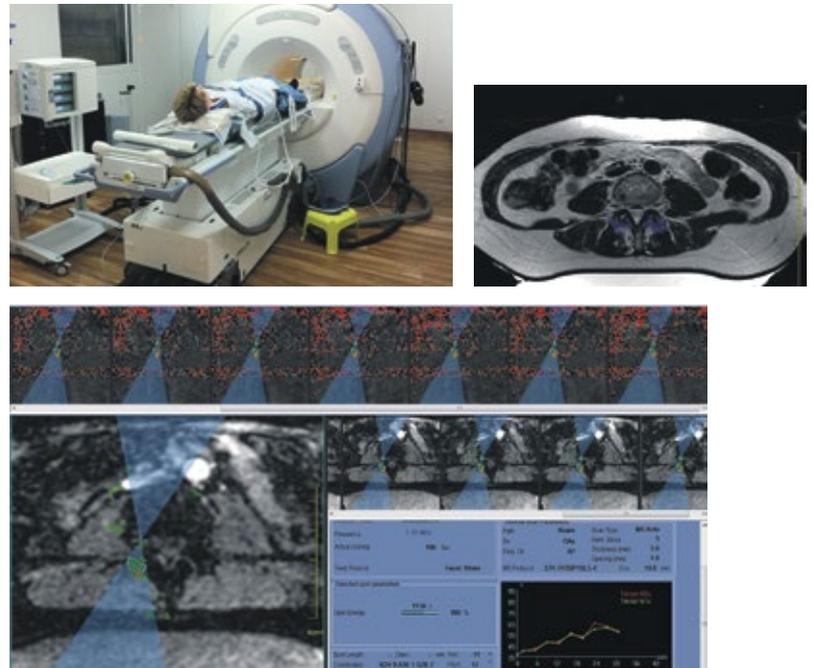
/b/c: Patienten mit symptomatischer Facettengelenksarthrose liegen bei der Therapie mit MRgFUS auf dem Rücken (a), wobei in den meisten Fällen die Facettengelenke LWK 3/4, LWK 4/5 und LWK 5/SWK 1 im Wasserbad über der Ultraschallquelle gelagert werden. (a) zeigt die Lagerung des Patienten auf dem Behandlungstisch, bevor der Patient zur Behandlung ins MRT gefahren wird. Die Facettengelenke liegen relativ oberflächlich und können gut mit Hilfe des MRT (b) dargestellt werden. Die Hitzebehandlung des Nervengeflechts, das das Schmerzsignal ans Hirn transportiert, erfolgt an der dorsalen Grenzfläche der Facettengelenke, wobei die Hitzeverteilung blau (b) markiert ist. Bei der Behandlung werden pro Gelenk 3–4 aneinandergrenzende Foki mit Temperaturen zwischen 50°C und 70°C erhitzt. Die Facettengelenke selbst schirmen dabei die Hitzeenergie nach ventral und zum Spinalkanal hin ab, so dass eine Schädigung der weiter ventral austretenden Rückenmarksnerven nicht stattfinden kann. (c) zeigt exemplarisch die Energiedaten eines erhitzten Fokus, in den eine Energie von 1.150 J mit einer Frequenz von 1,35 MHz über 30 Sekunden eingebracht wurde. Das führte zu einer Erhitzung zwischen 55°C und 65°C.
